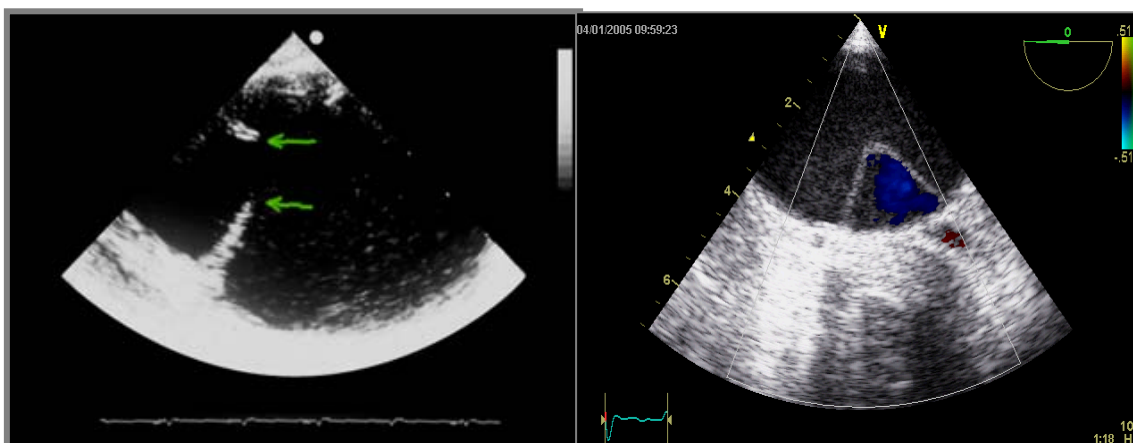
Ecocardiografia transesofàgica (esquerra). Porta d'entrada de 12 mm localitzada a l'aorta descendent. Dissecció tipus B amb compressió de la veritable llum per la falsa llum
